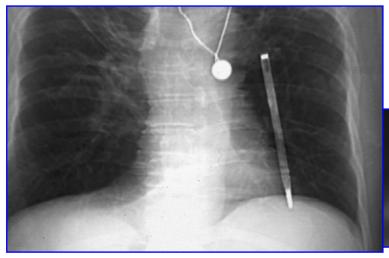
Radiografía de elementos metálicos
